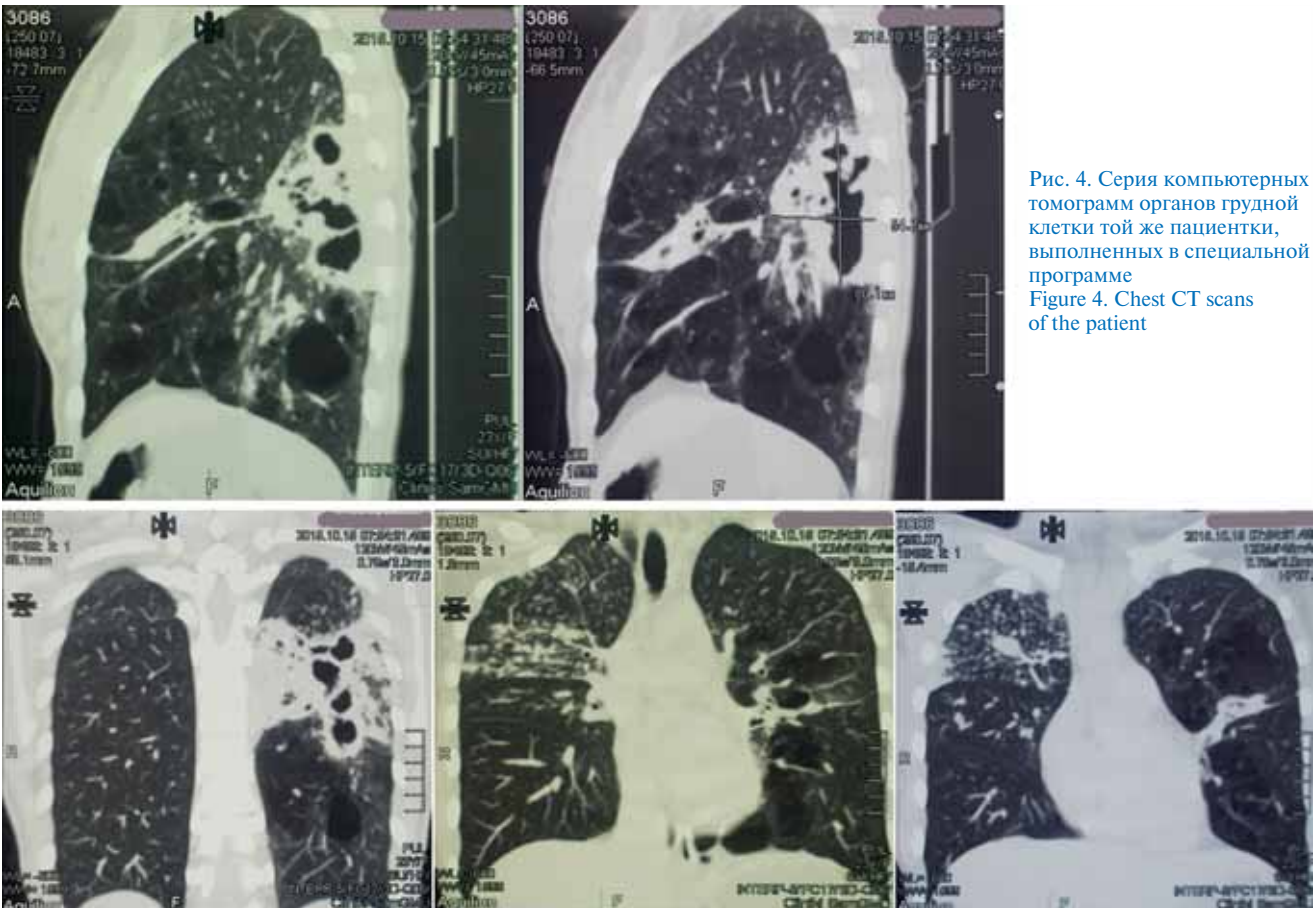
Серия компьютерных томограмм органов грудной клетки той же пациентки, выполненных в специальной программе
